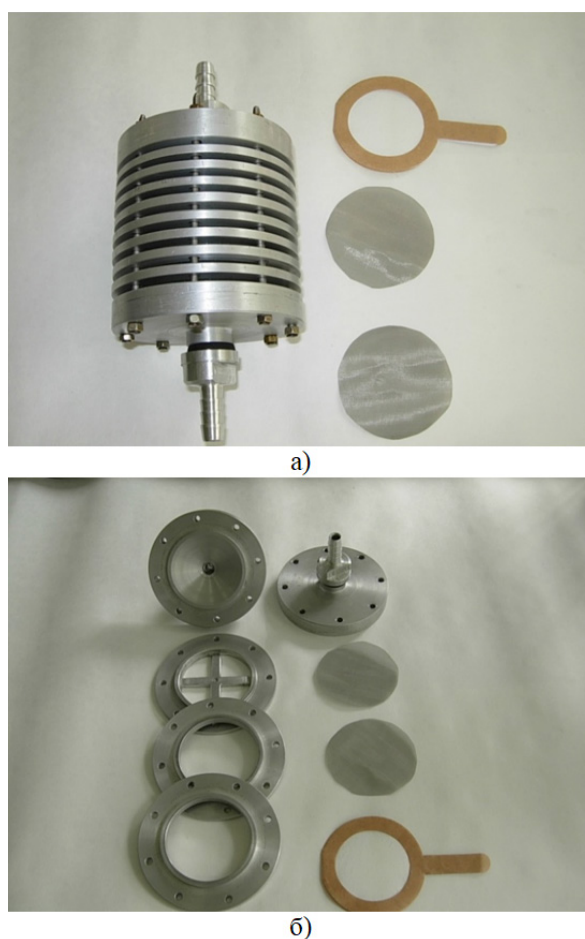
Диффузионная батарея: а) внешний вид; б) элементы внутренней части батареи
